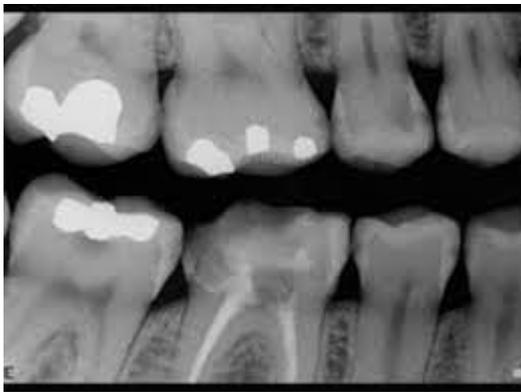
Radiografía Dentoalveolar Interproximal. F.D.
